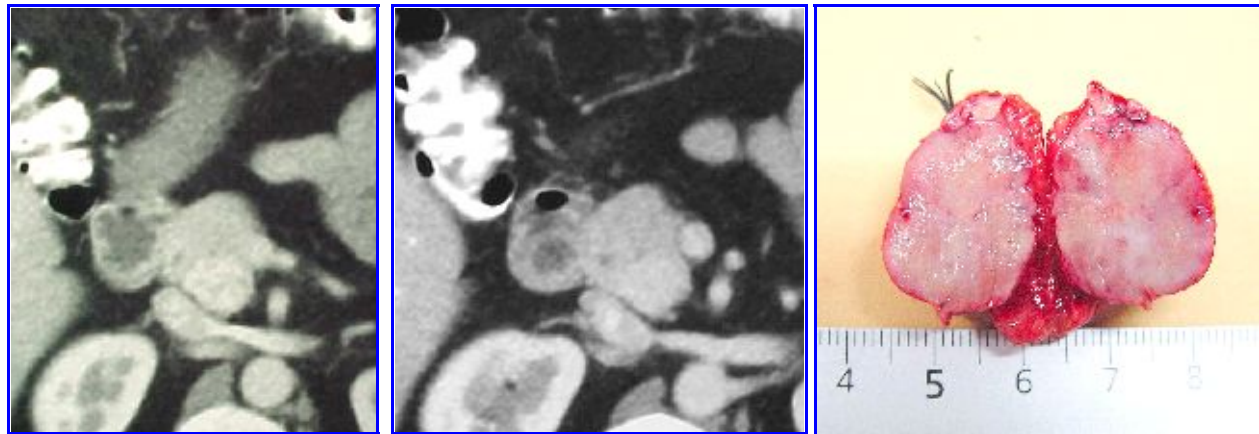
Insulinoma benigno. TAC en fase arterial y venosa y pieza operatoria (Gentileza Dr. A. Rolle y J. Ferrer).
